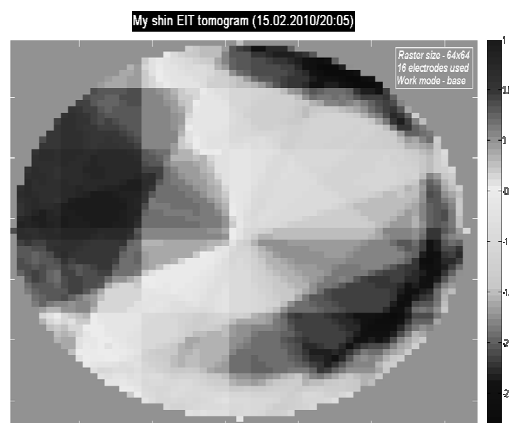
Томографічне зображення розподілу електричного імпедансу гомілки людини
